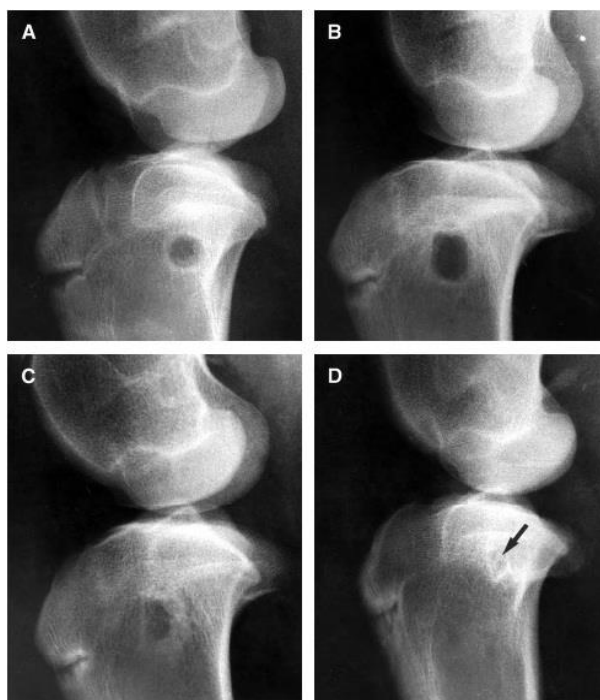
Radiografias de implantação de parafuso absorvível em tíbia de ovelha. (A) Pós Operatório Imediato, (B) após 24 semanas, (C) após 56 semanas e (D) após 72 semanas (Adaptado de WEILER *et al.*, 2000).
